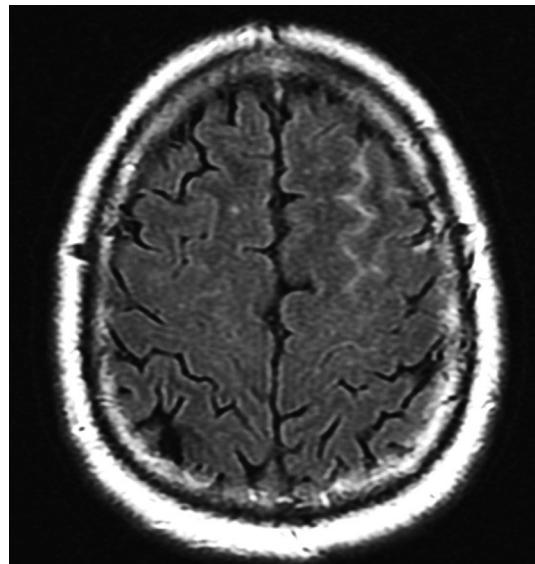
A IRM cérébrale (coupe axiale, séquence FLAIR) montre HSA corticale frontale gauche.
